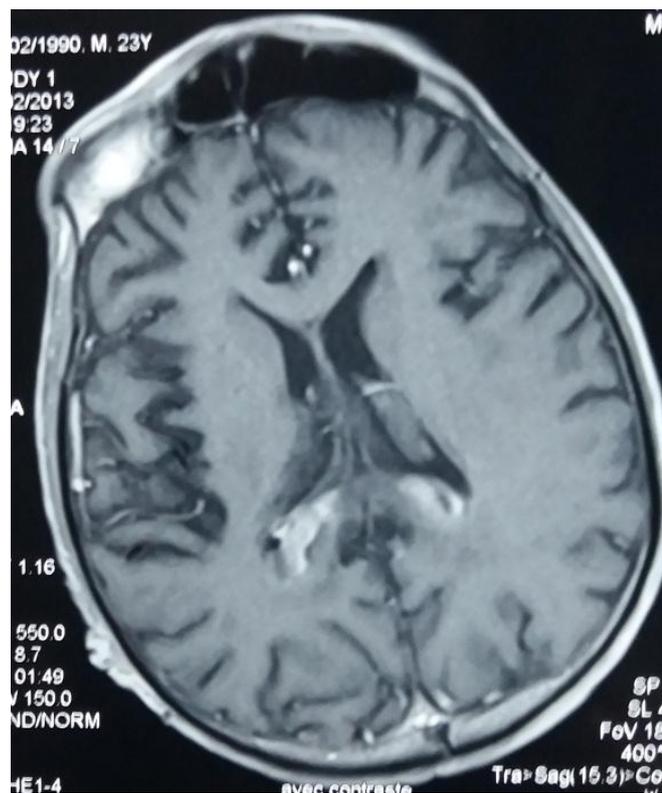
Image IRM coupe axiale après chimiothérapie chez le même patient.
